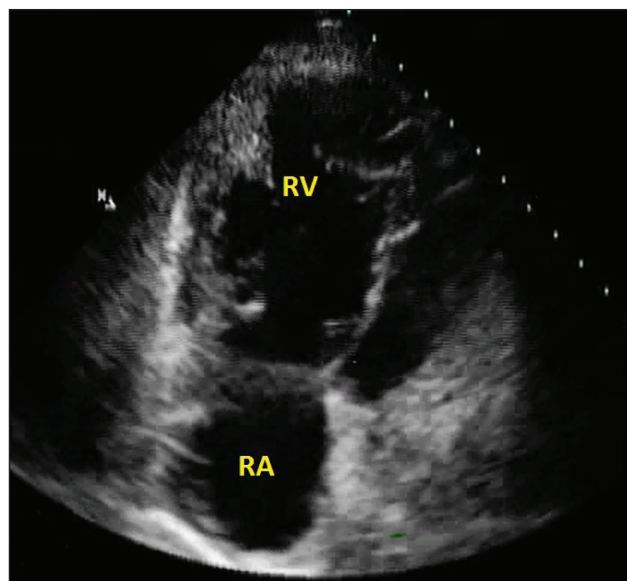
Послеоперационная эхокардиография. В полости правого желудочка новообразования не выявлено. Примечание: RA – правое предсердие, RV – правый желудочек
